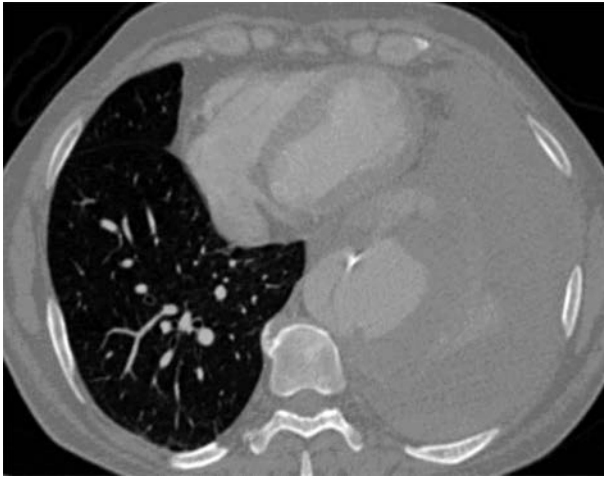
МСКТ до вмешательства: тотальный гемоторакс
